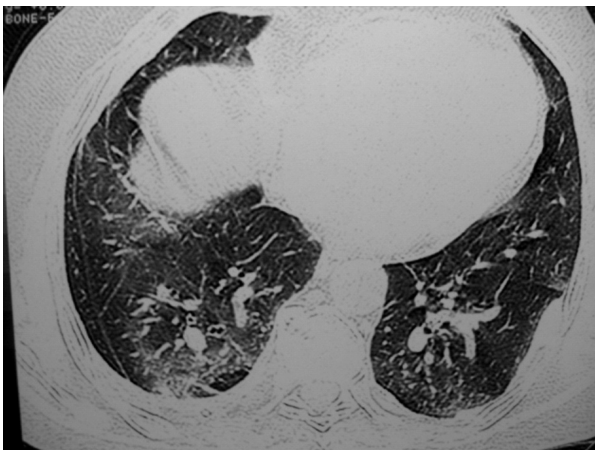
Tomografía de tórax con cortes de alta resolución: infiltrado retículo nodulillar difuso bibasal con predominio derecho.
